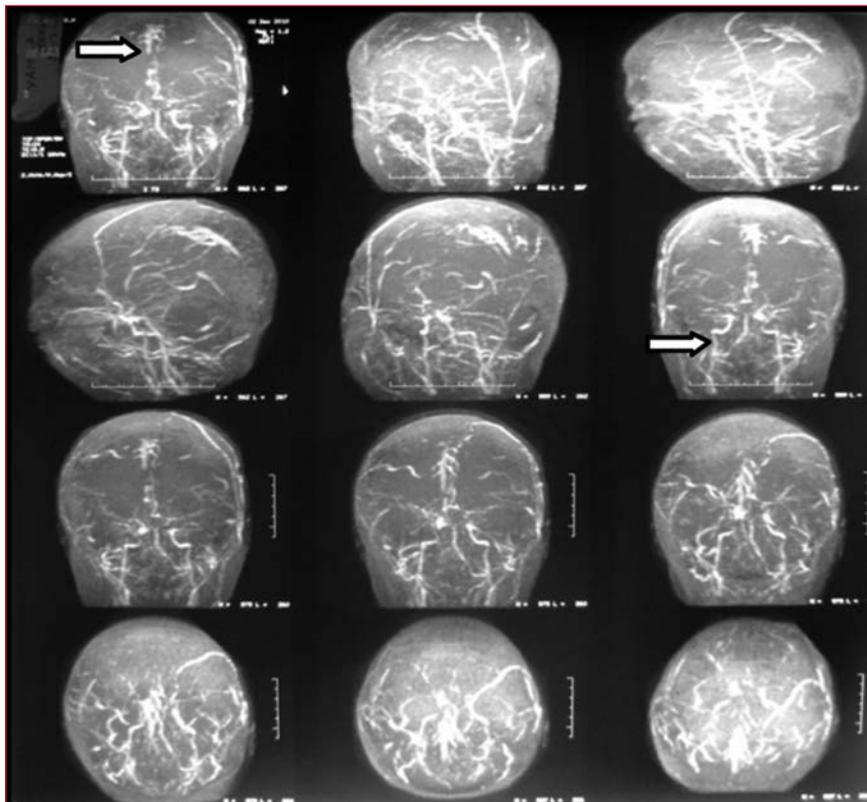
Angiorresonancia magnética de encéfalo, en la que se observa trombosis venosa de senos longitudinal superior, recto y laterales (flechas).
